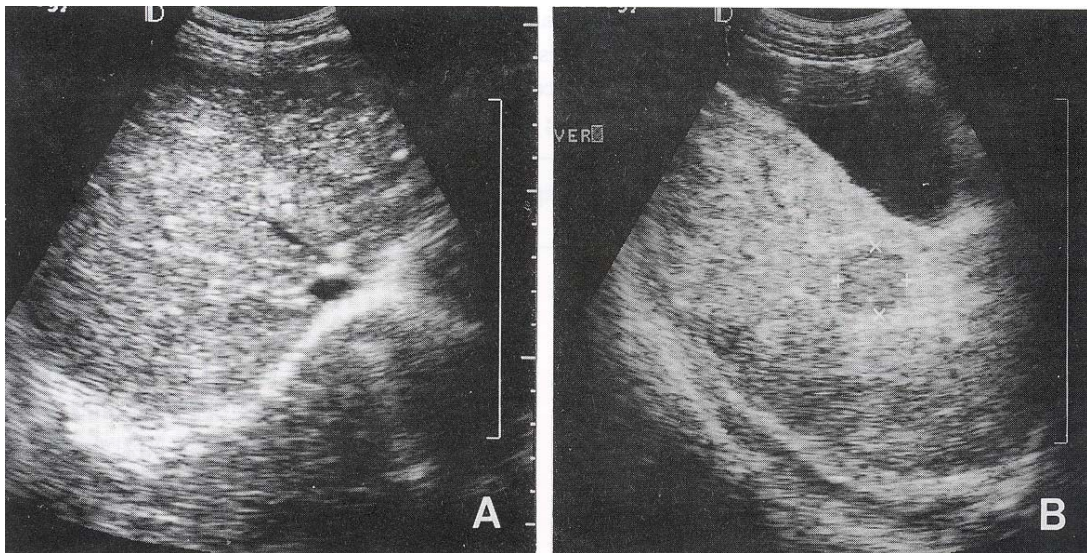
A, Abdominal sonography reveals liver cirrhosis at the age of 11 years. B, seventeen months later, hepatic tumor in the right hepatic lobe was detected.
